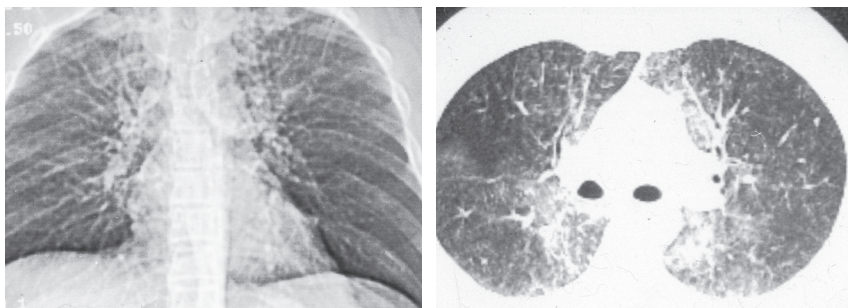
Eozinofilní pneumonie. Vyšetření bylo poprvé provedeno po měsíčním respiračním onemocnění s teplotami, kašlem a expektorací. Opacita mléčného skla v obou plicích s ložisky konsolidace v plicní periferii. Na CT skenech po 2 týdnech kortikoterapie je patrná částečná regrese opacit mléčného skla i ložisek konsolidace. Po dalším měsíci kortikoterapie vymizely zánětlivé změny, přetrvaly jen menší fibrózní pruhy.
